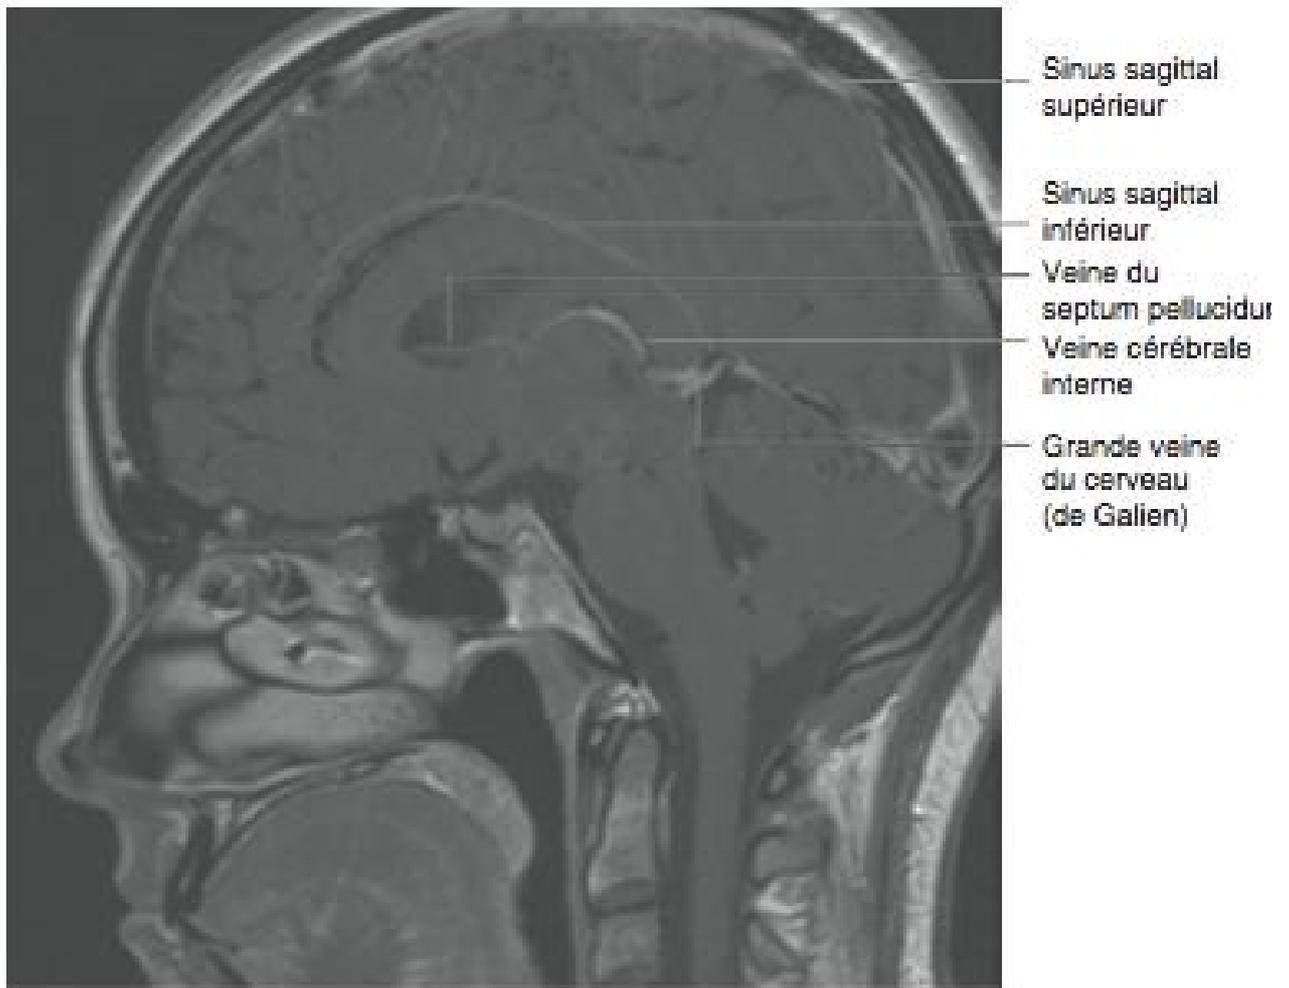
IRM avec rehaussement de contraste en pondération T1 : coupe sagittale médiane du cerveau. Le système veineux du cerveau.
